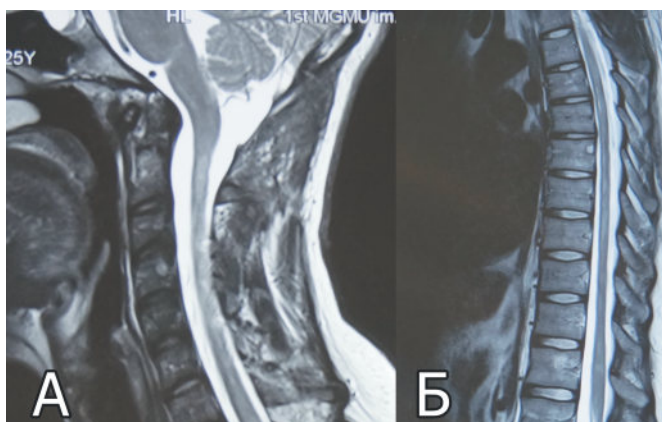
МР-томограммы а) головы и шейного отдела позвоночника на уровне краниовертебрального перехода через 3 мес после хирургического лечения, сагиттальная плоскость, Т2-ВИ. Хорошо сформирована большая затылочная цистерна (ретро- и субтонзиллярная части). Миндалины мозжечка выше линии Mc Rae. Продолговатый мозг без признаков компрессии. Ликворные пространства на уровне большого затылочного отверстия полностью проходимы. Б — грудного отдела спинного мозга через 3 мес после хирургического лечения, сагиттальная плоскость, Т2-ВИ. Уменьшение размеров сирингомиелической полости.
